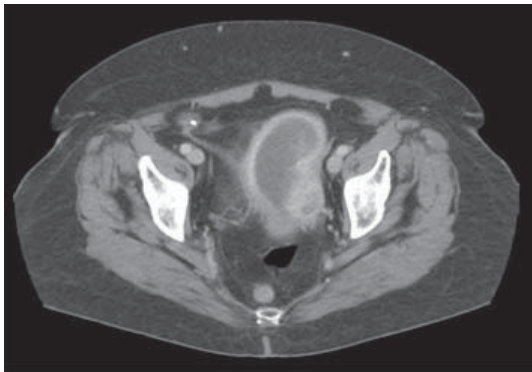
Tomografía computarizada de abdomen con contraste. Masa sólida heterogénea en relación con la pared lateral izquierda uterina de 4 cm de diámetro máximo, que ocupa todo el espesor del miometrio y tiene contacto con la pared vesical, sin invasión.
